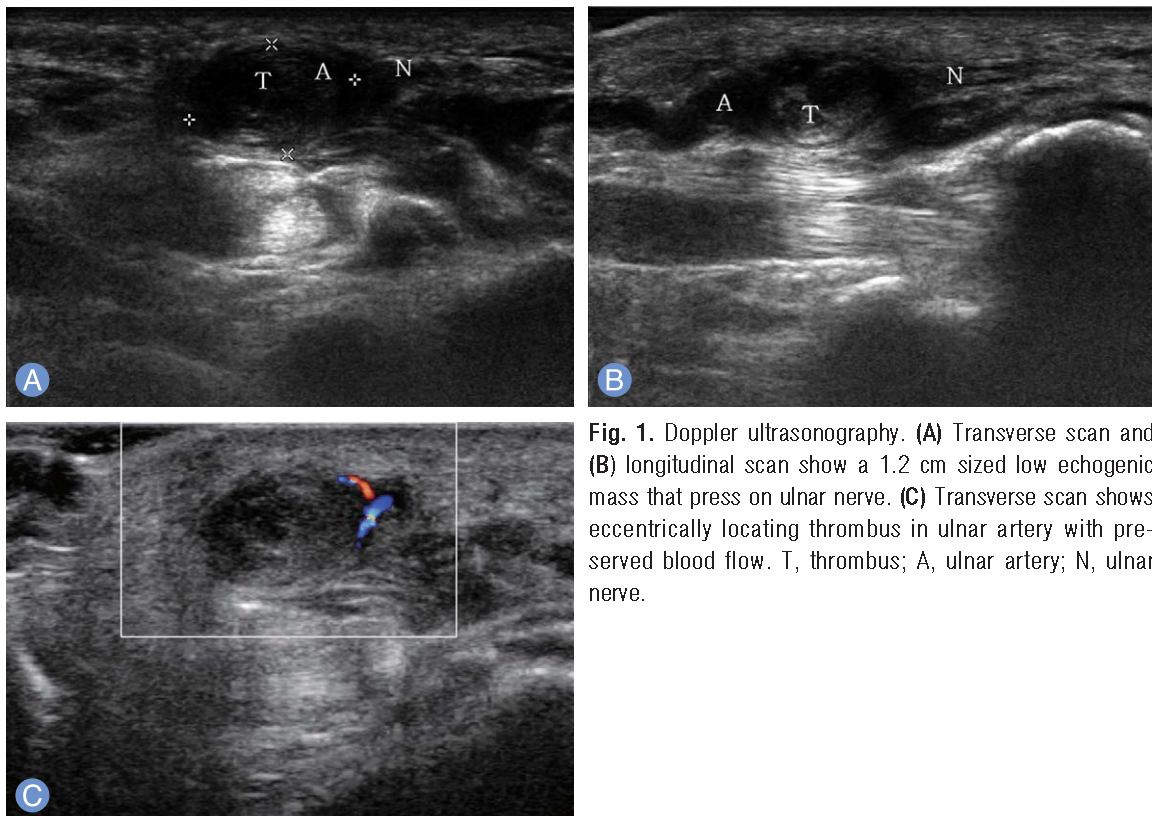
Doppler ultrasonography. (A) Transverse scan and (B) longitudinal scan show a 1.2 cm sized low echogenic mass that press on ulnar nerve. (C) Transverse scan shows eccentrically locating thrombus in ulnar artery with preserved blood flow. T, thrombus; A, ulnar artery; N, ulnar nerve.
